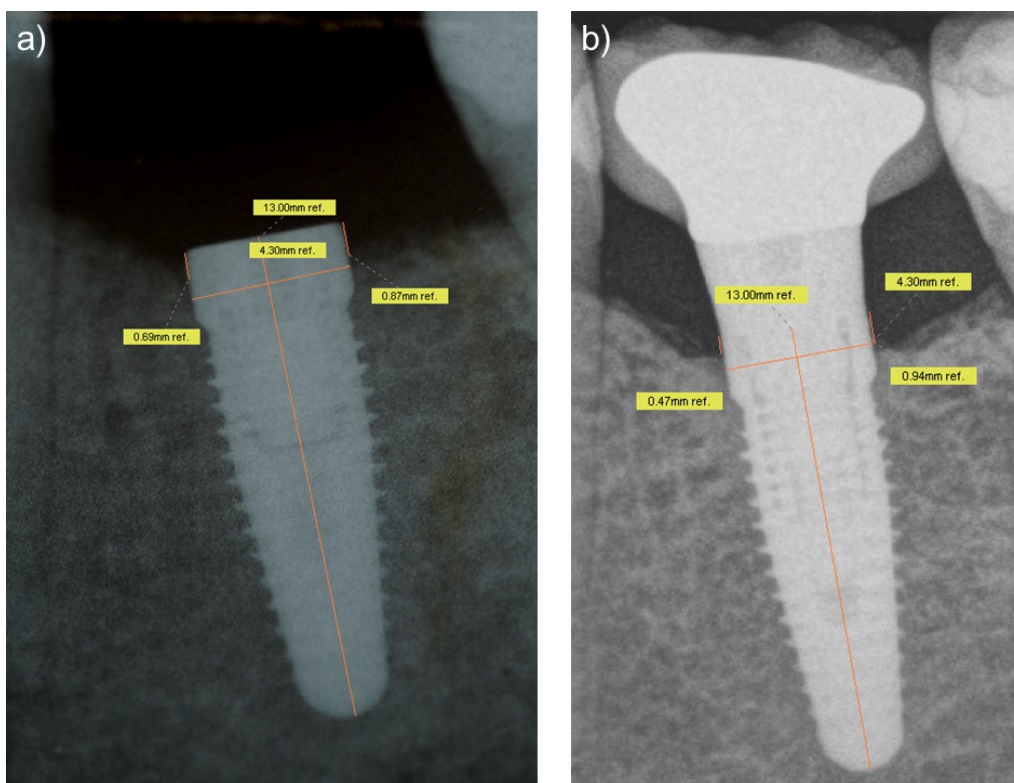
Vermessung der Kleinbildaufnahmen a) Röntgen nach Insertion, b) aktuelles Röntgen (Quelle: SIDEXIS von SIRONA<sup>®</sup>, Universitätsklinik für Zahnmedizin und Mundgesundheits Graz)
